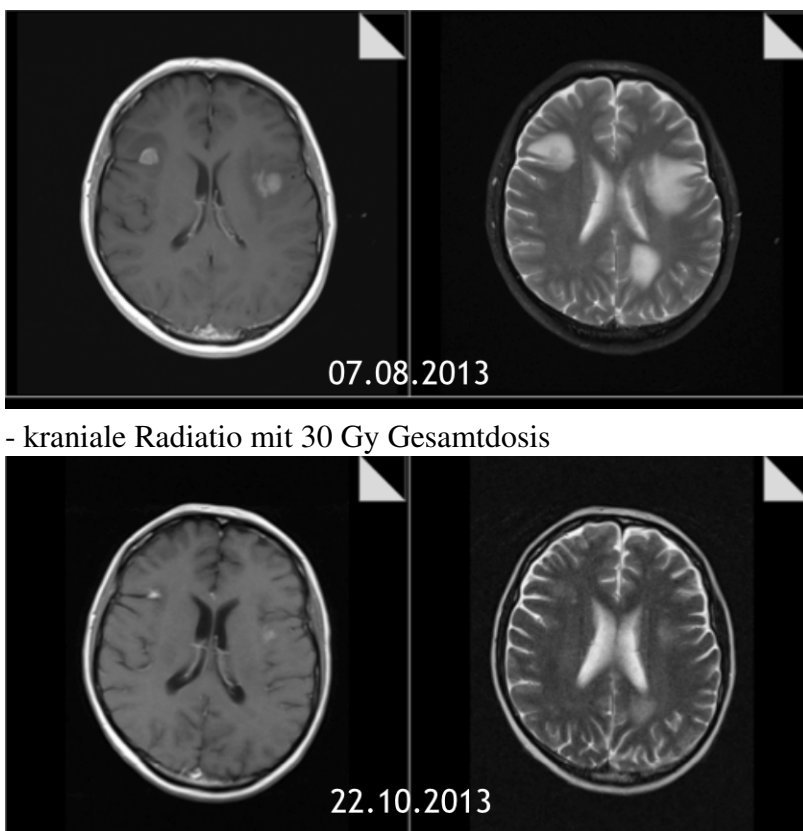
zerebrales MRT [Quelle: Klinikum Ernst von Bergmann Radiologie]
